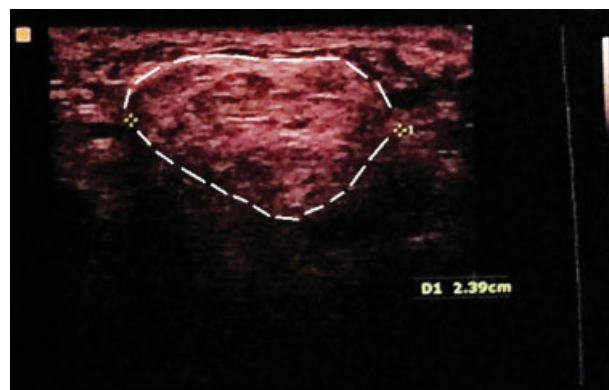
Ultrassonografia da mão esquerda evidenciando imagem nodular ecogênica bem definida, sem fluxo ao Doppler, encapsulada, medindo 2,39 mm, na região hipotenar. Observe as linhas tracejadas contornando do lipoma.
